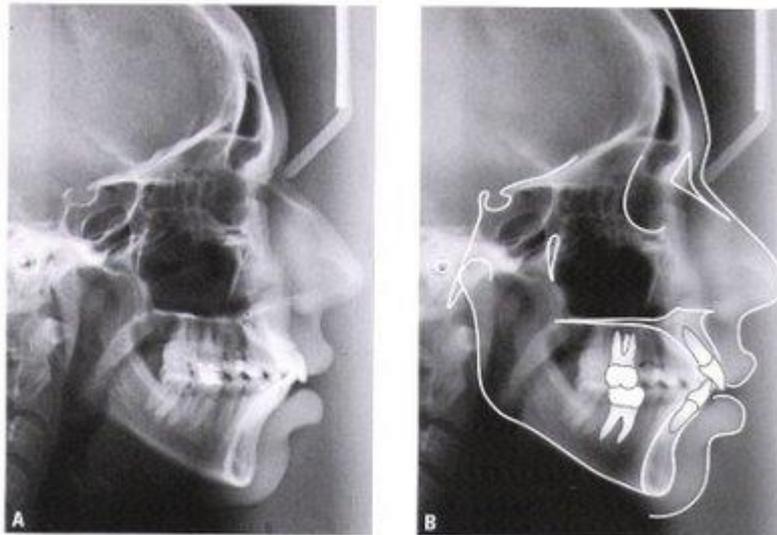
A e B: Telerradiografia pré-tratamento fonte: Martins, 2009
